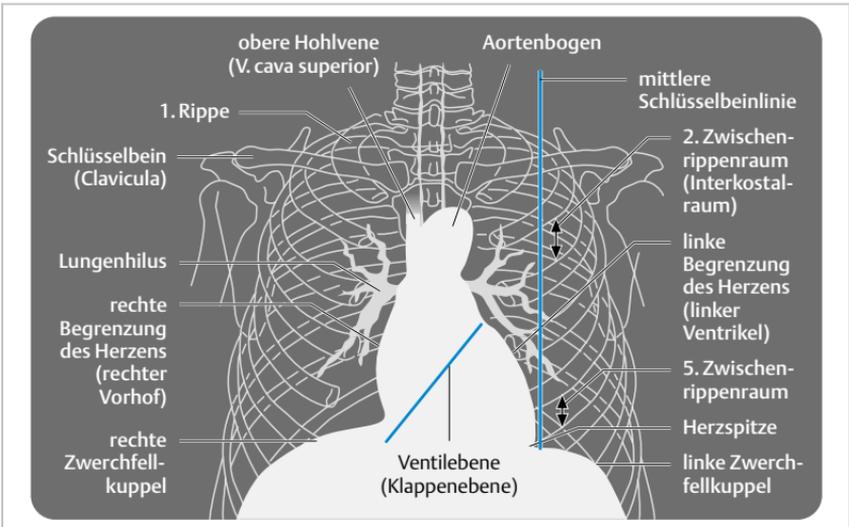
Röntgenbild. Vereinfachte Röntgenskizze einer Brustaufnahme mit Herzschaten. Strahlengang von hinten nach vorn (posterior-anterior, p.-a.).
